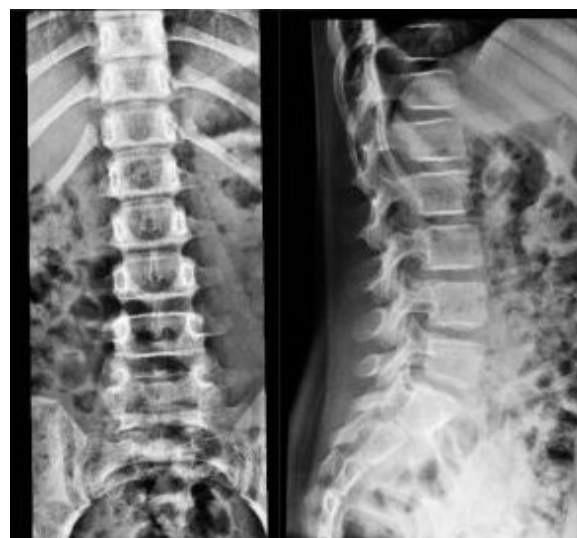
Radiografía actual sin alteraciones.
